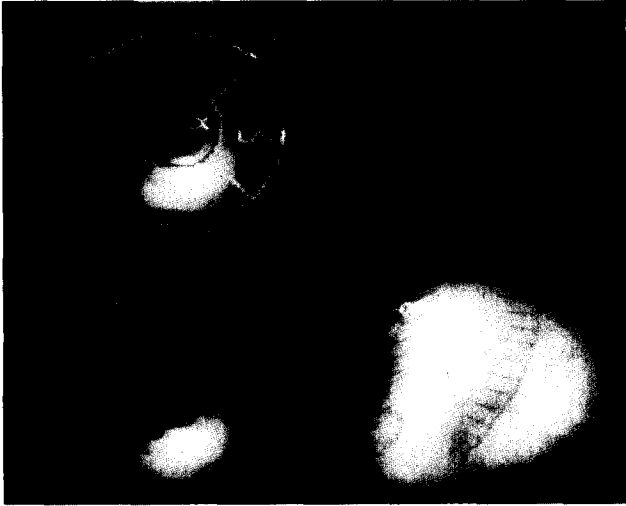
술전, 후의 Thallium-201 SPECT 사진. 술전(하, 좌)에 비해 술후(하, 우) 관류장애가 개선된 소견을 보인다.
